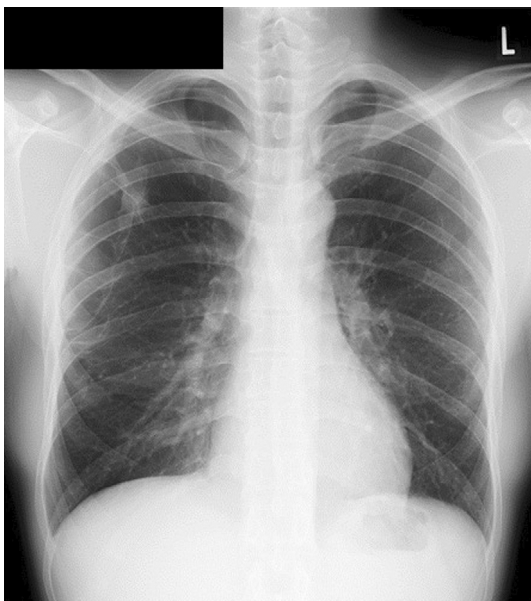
A chest radiograph obtained in November 2015 showing a nodular shadow in the right upper lung field.
